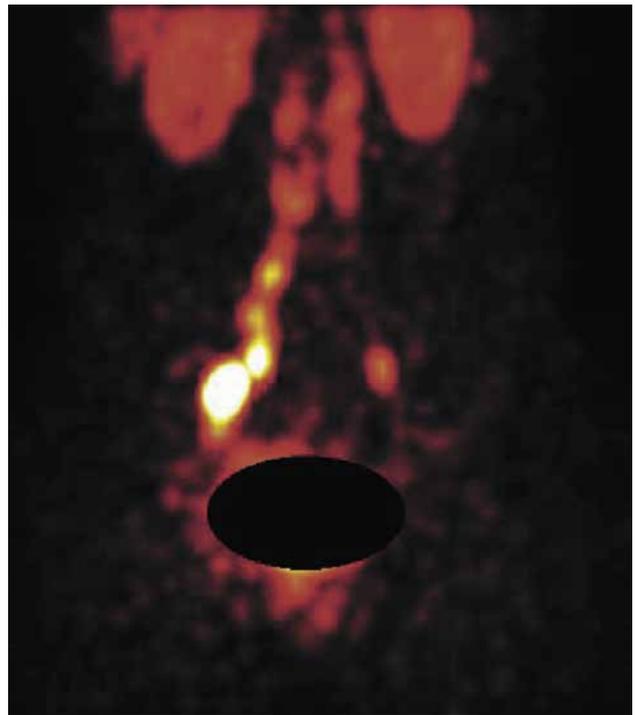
ОФЭКТ томограмма малого таза больной РШМ после перитуморального введения меченого ^{99m}Tc-коллоидного РФП. Хорошо виден двусторонний лимфоток в лимфоузлы таза
